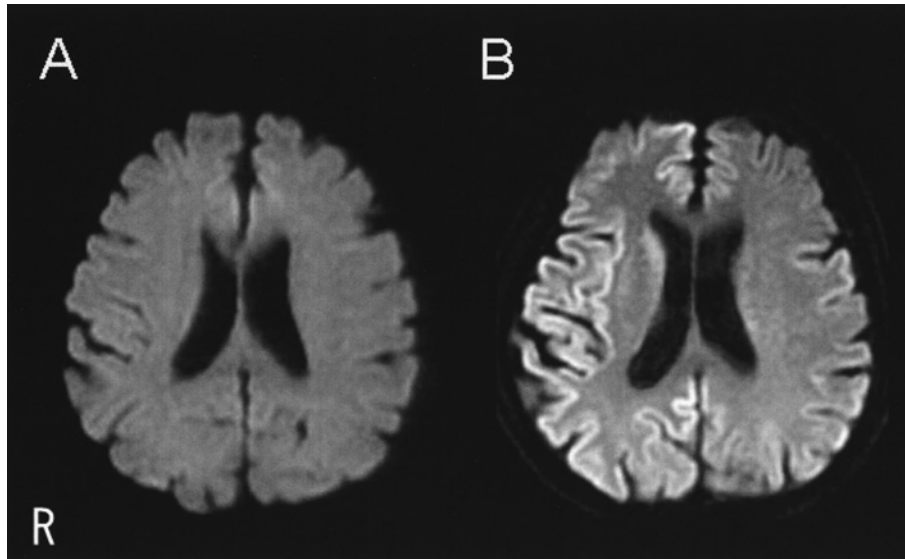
Diffusion-weighted MRI of the brain. A: The image two months after the onset of the symptoms shows no abnormal findings. B: The picture one and half months later reveals abnormally high signal lesions in the both hemispheric cortical ribbons with their right side predominance as well as in the right caudate nucleus.
